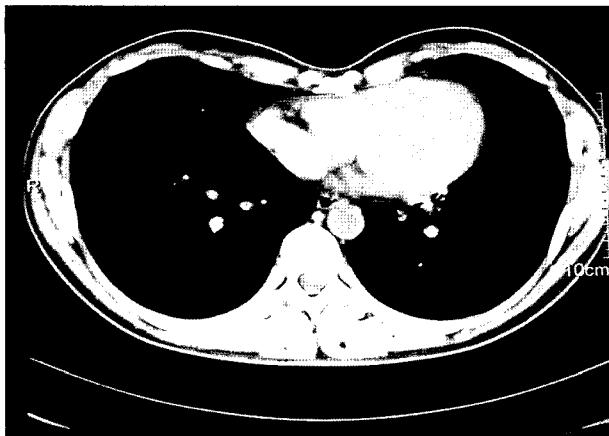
Pre-operative chest CT (Maximal depression point is T-8 level and the pectus index is 3.5).
